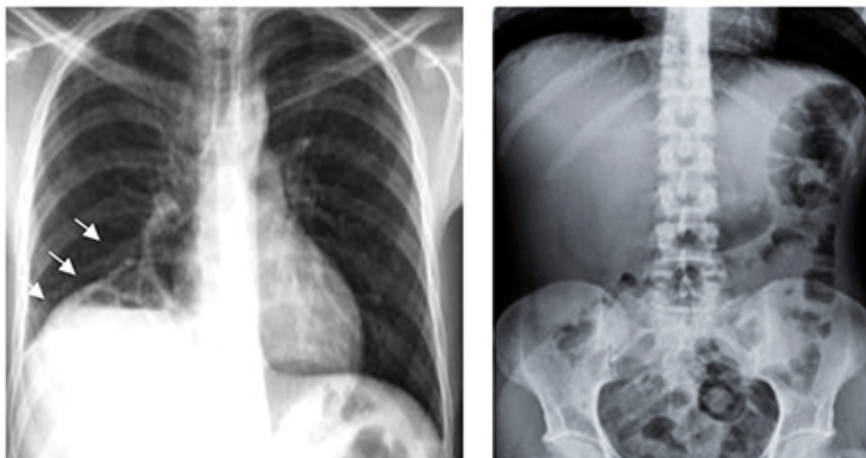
Y 3. Tele de Tórax. Se evidencia elevación del hemidiafragma derecho (flechas blancas). Radiografía simple de abdomen normal
